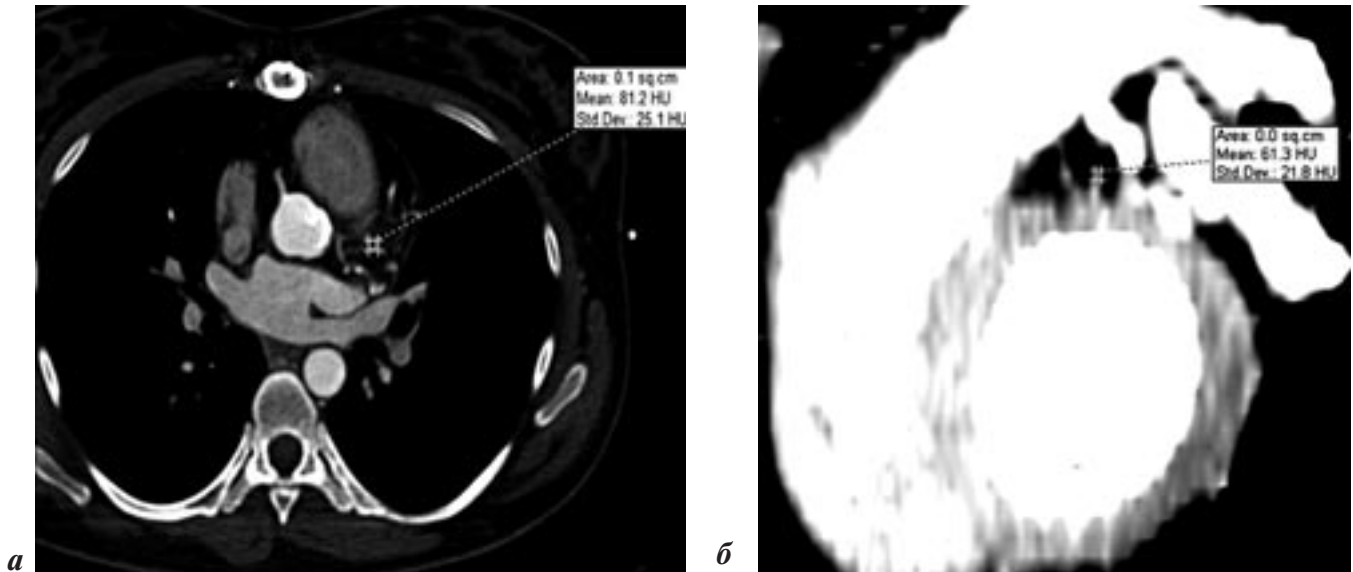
Мультиспиральные компьютерные томограммы с контрастным усилением:
